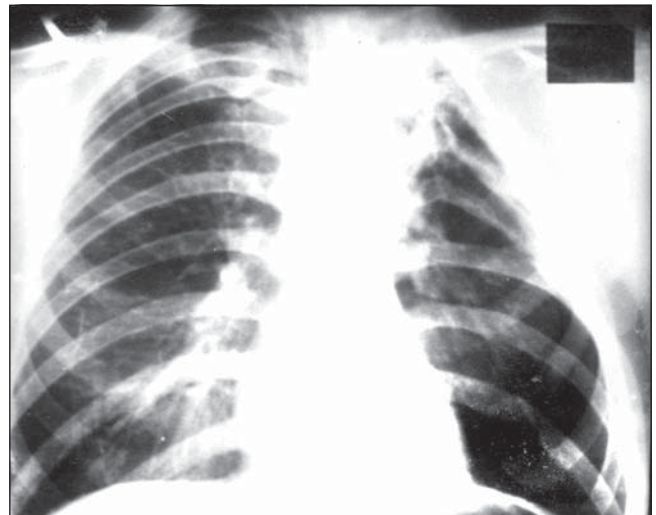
Рентгенограма 2. Зліва — стан після видалення верхньої частки з подальшою верхньозадньою торакопластикою, під якою — фіброз, вогнища, деформована порожнина в динаміці її зменшення в розмірах. Справа — дрібні вогнища ущільнення
